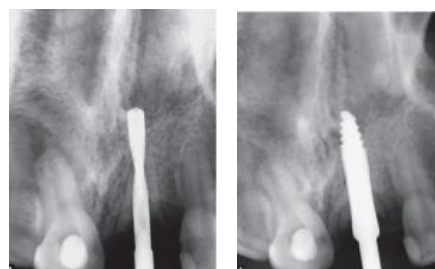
Radiographies des manœuvres chirurgicales intermédiaires, préparant le lieu pour recevoir l'implant dentaire, chez le patient de la figure précédente (263).
